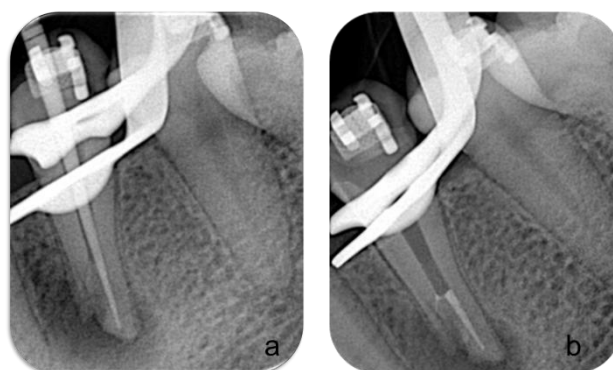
a. Radiografía de conometría CL b. Verificación de la obturación del tercio apical del CL.
